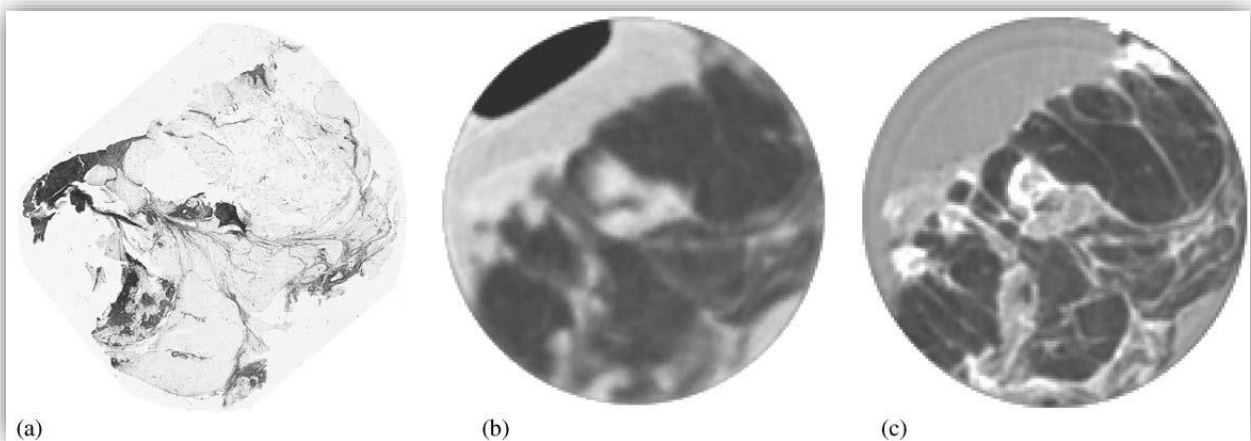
(a) Sezione istologica che rappresenta un carcinoma lobulare della ghiandola mammaria, (b) immagine CT clinica della sezione equatoriale del campione, (c) immagine DEI-CT della sezione dello stesso campione.
